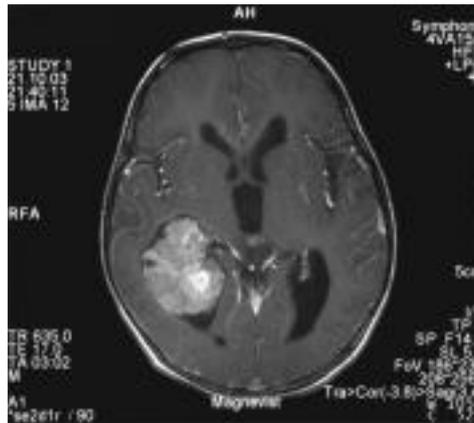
Kernspintomographie eines 2-jährigen Jungen mit einem Plexus choroideus-Papillom des rechten Seitenventrikels. Der Tumor hat eine typische blumenkohlartige Form und nimmt aufgrund der Vaskularisation stark Kontrastmittel auf.
